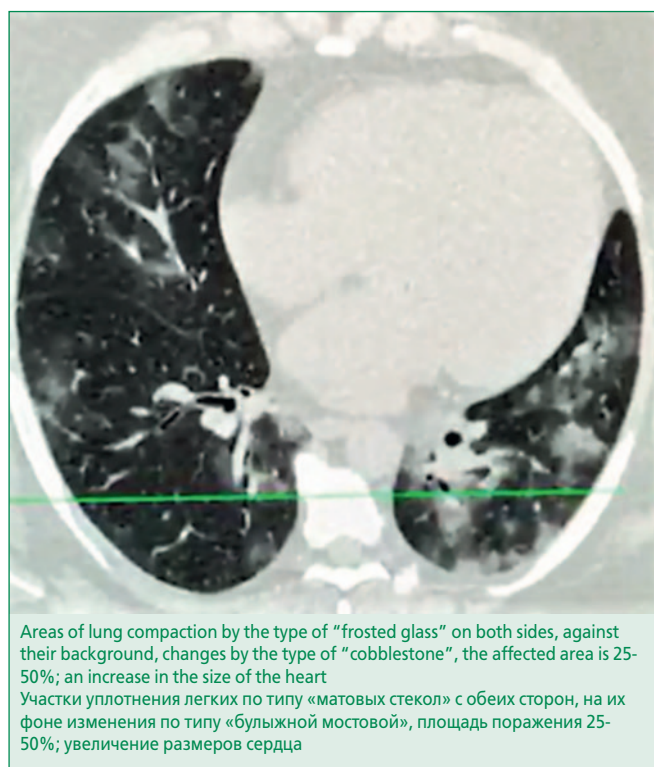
Multislice computed tomography of the chest of patient T. in 2020
